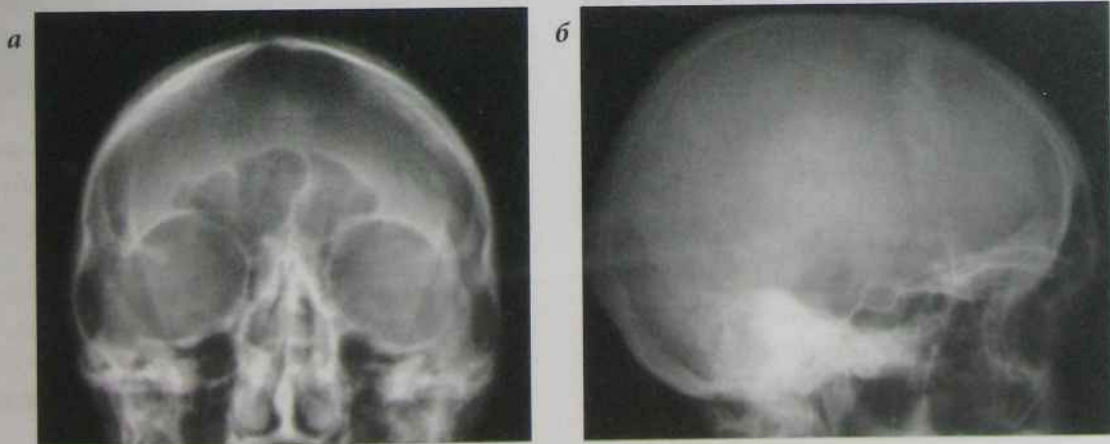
Рентгенограми черепа в прямій (а) та бічній проекціях (б)
